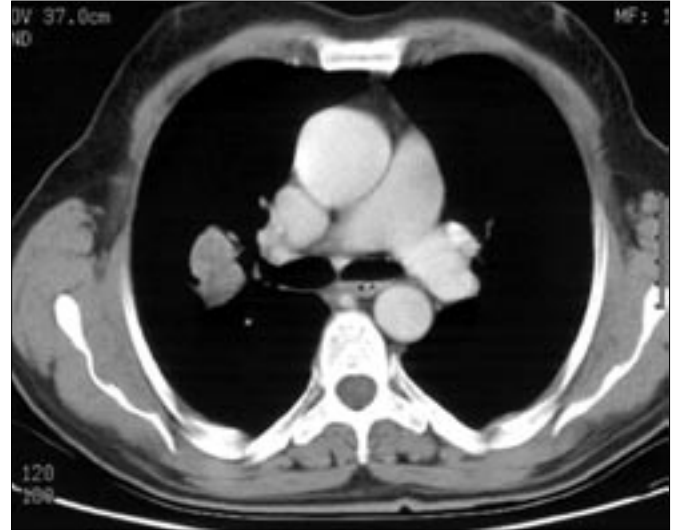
CT of the mass in the right upper lobe.
